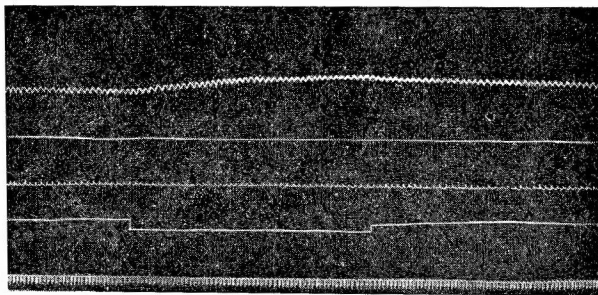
Изменения кровяного давления и дыхания при перфузии кишечной петли *in situ* (под давлением 80 мм рт. ст.) у щенка в первый день после рождения.
